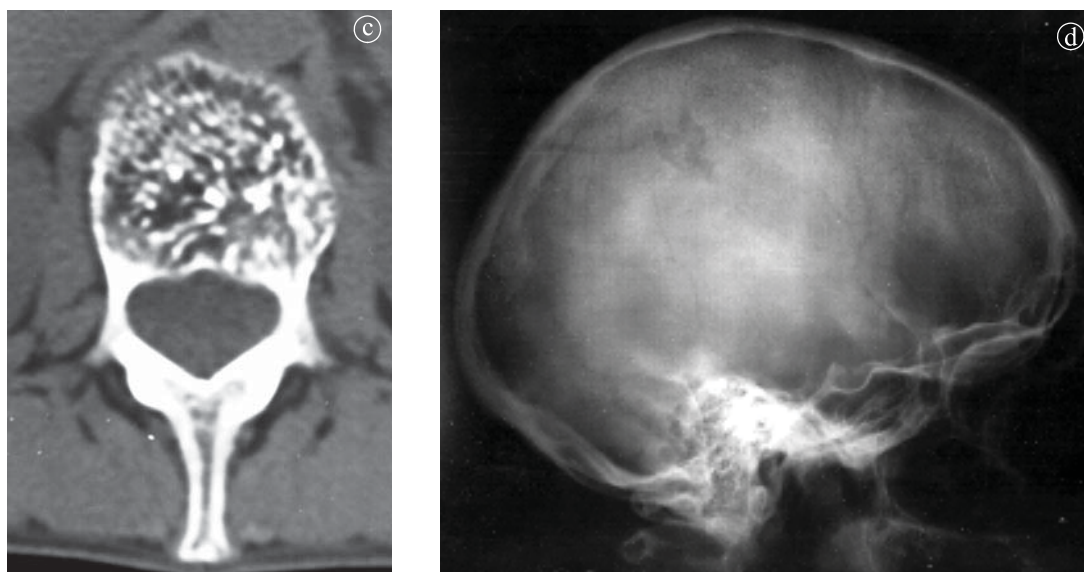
14. Hemangiom corpi vertebrali L1 și L3. A) Radiografie lombară LL, b) detaliu, c) Secțiune axială CT. d) Hemangiom capilar la nivelul craniului. Radiografie craniu LL.
